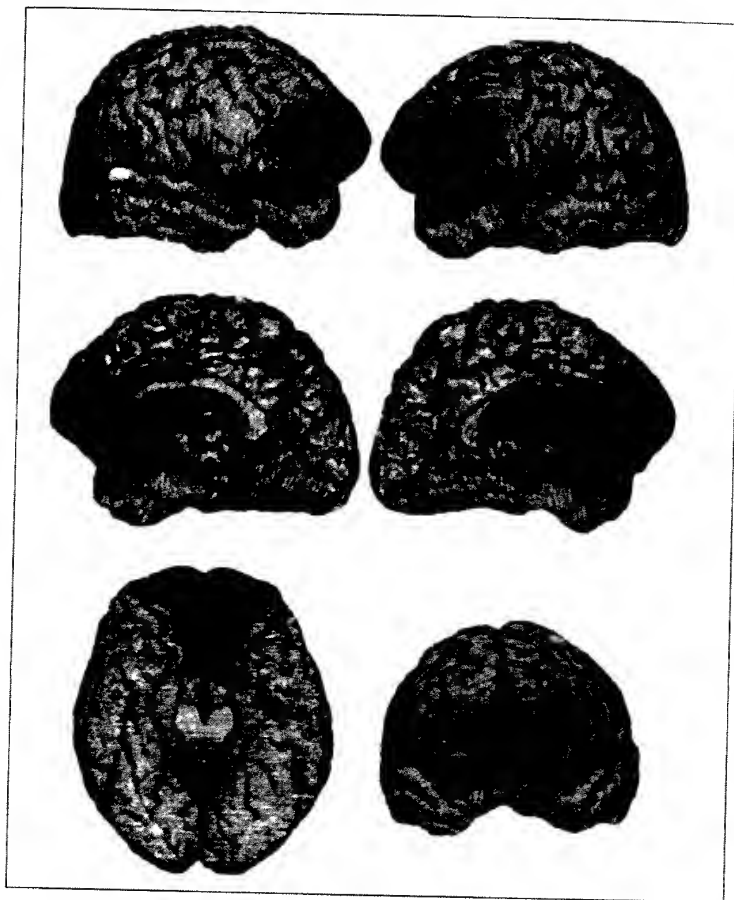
Tiparul leziunii prefrontale la un pacient adult, prezentat într-o reconstrucție tridimensională a investigării prin rezonanță magnetică. Leziunea apare înnegrită și e ușor de deosebit de restul creierului intact. În cele două imagini de sus se văd emisfera dreaptă și cea stângă. În imaginile din mijloc sunt vederile mediane (interne) ale emisferei cerebrale drepte și stângi. Imaginile de jos prezintă leziunea văzută de dedesubt (stânga), indicând o vătămare extinsă a suprafeței orbitale a lobului frontal, și din față (dreapta), indicând o vătămare extinsă a polului frontal.
